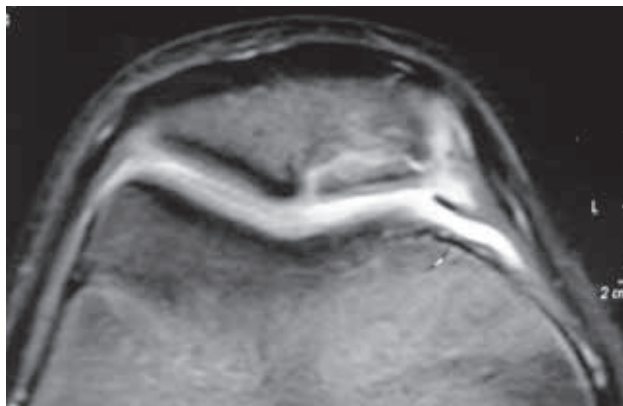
RMN osteocondritis patelar derecha grado III.
